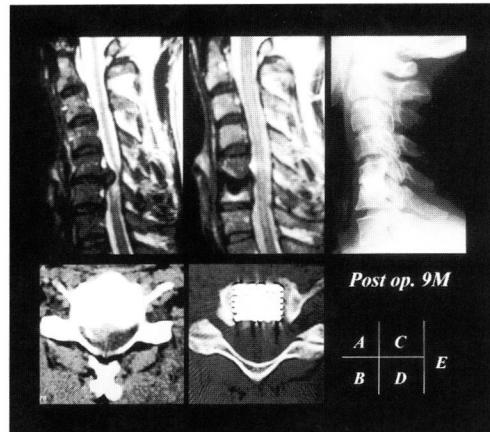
Case 4: Preoperative cervical MRI (T2WI) revealed huge C5/6 disc herniation (A). Preoperative CT revealed considerable prolapsed disc herniation on the right side (B). Postoperative MRI revealed the decompression of dural sac (C). Postoperative CT revealed the enough decompression of the dural sac and proper insertion of cages (D). Postoperative radiogram (9 months after the operation) revealed no major problems (E).
